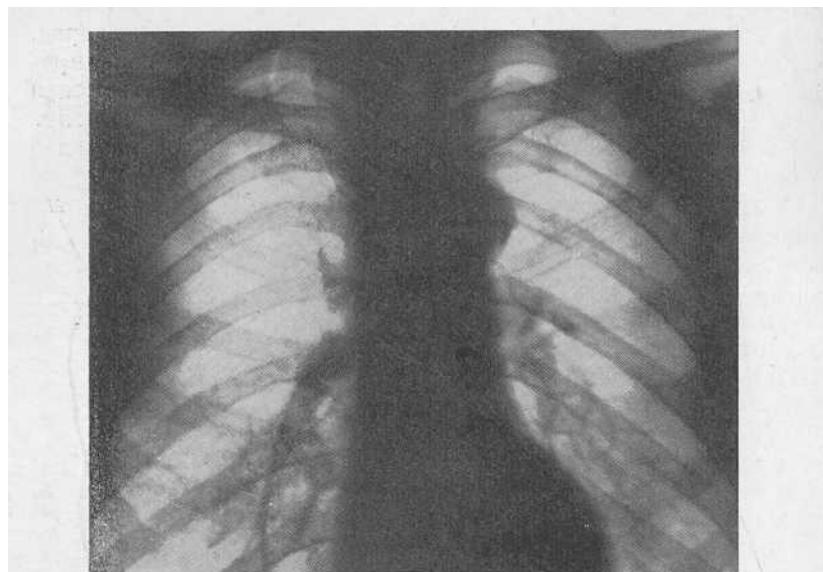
Рентгенограмма больного Е. Доля непарной вены (III тип).
